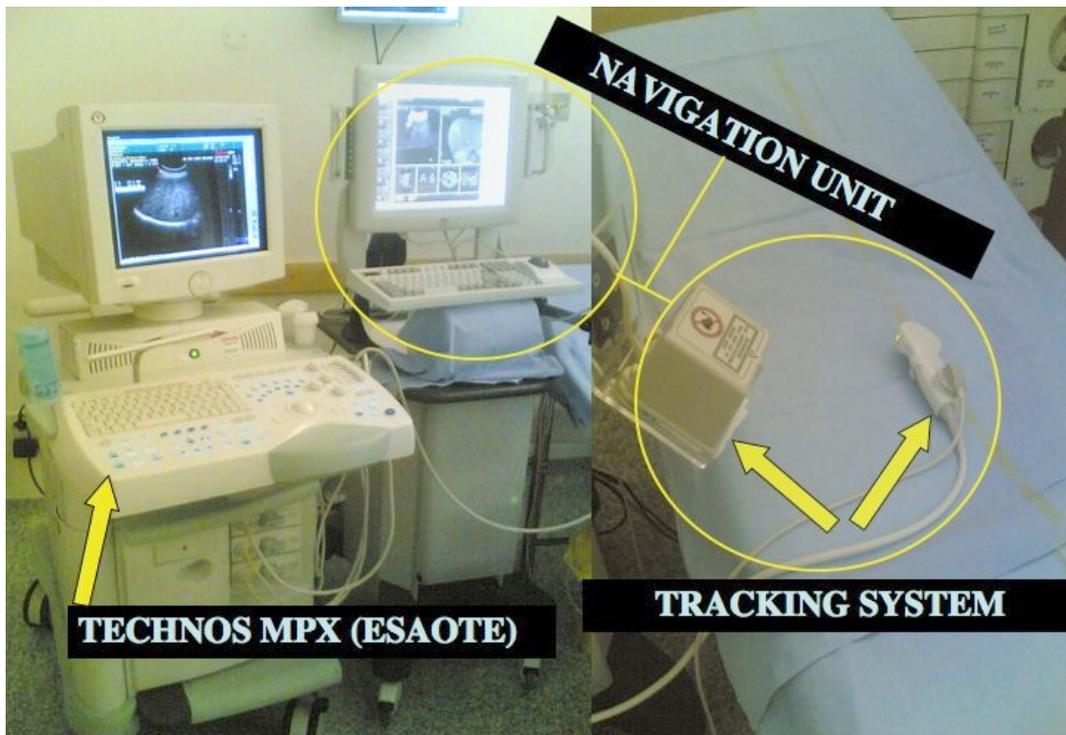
Sistema di fusione d'immagini . Il pannello di sn mostra la presenza di un ecografo (Technos MPX, Esaote, Genova, Italia) che è connesso a dx con il sistema di navigazione, composto a sua volta da un carrello equipaggiato con un monitor LCD, touch screen da 17 pollici, un Personal Computer e un sistema di guida elettromagnetico (freccie gialle).
